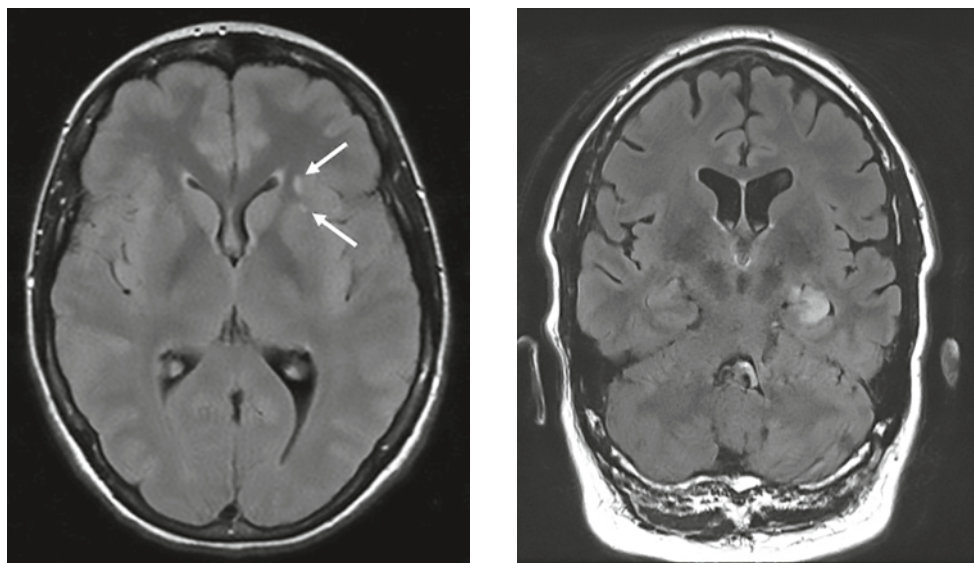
Слева — два небольших неспецифических T2/FLAIR-гиперинтенсивных очага в левой лобной доле при NMDAR-энцефалите; справа — T2/FLAIR-гиперинтенсивность в медиальных отделах левой височной доли при LG1-энцефалите в стадии лимбического энцефалита [14].
